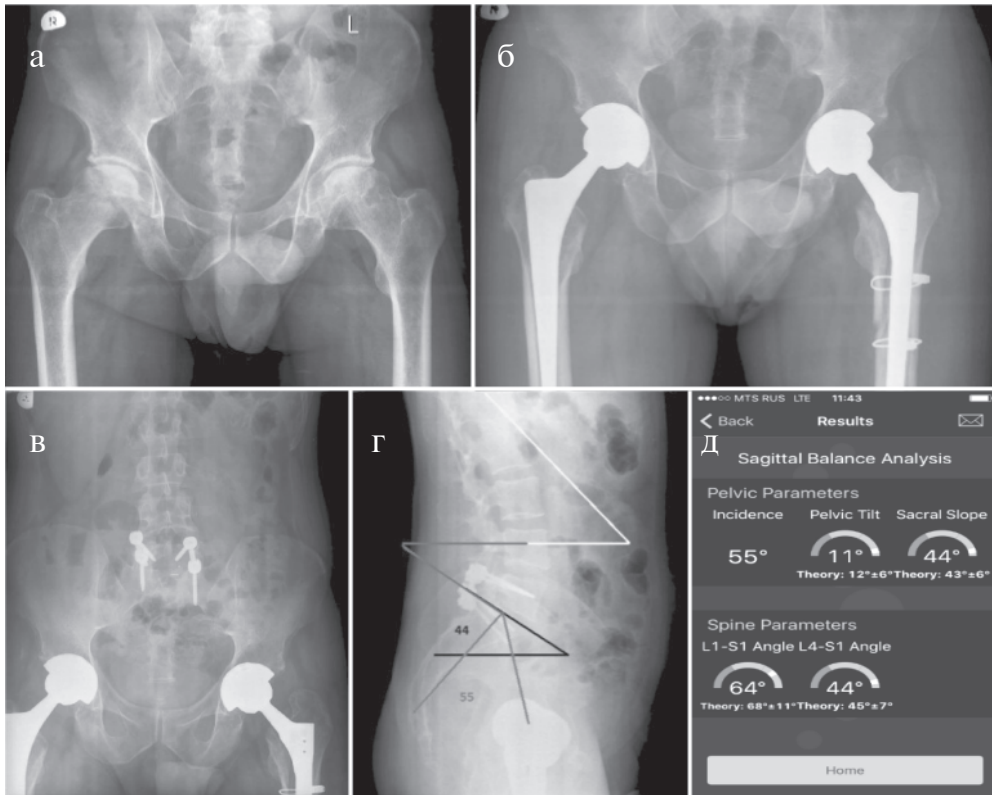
Рентгенограммы пациента Р. 38 лет с коксо-verteбральным синдромом на фоне асептических некрозов головок бедренных костей и поясничного остеохондроза, грыжи межпозвоночного диска L5-S1 с радикулопатией L5: а) до хирургического лечения; б) после тотального эндопротезирования тазобедренных суставов; в), г) после дискэтомии, транспедикулярной фиксации позвоночника на уровне L5-S1; д) расчет параметров сагиттального позвоночно-тазового баланса (программа SagittalMeterLite)
